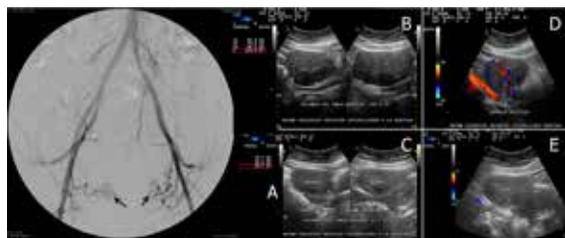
(A) SE EVIDENCIA HIPERTROFIA DE AMBAS ARTERIAS UTERINAS POR AORTOGRAFÍA (FLECHAS). (B) Y (C) EXAMEN ECOGRÁFICO PRE Y POST EMBOLIZACIÓN CON 6 MESES DE DIFERENCIA Y DONDE SE OBSERVA UN VOLUMEN INICIAL DE 240,9 ML Y 86,5 ML SUBSECUENTEMENTE. (D) Y (E) EXAMEN ECOGRÁFICO CON DOPPLER COLOR Y 6 MESES DE DIFERENCIA DONDE SE EVIDENCIA EN UN INICIO UN DOPPLER POSITIVO Y LUEGO UN DOPPLER NEGATIVO.
